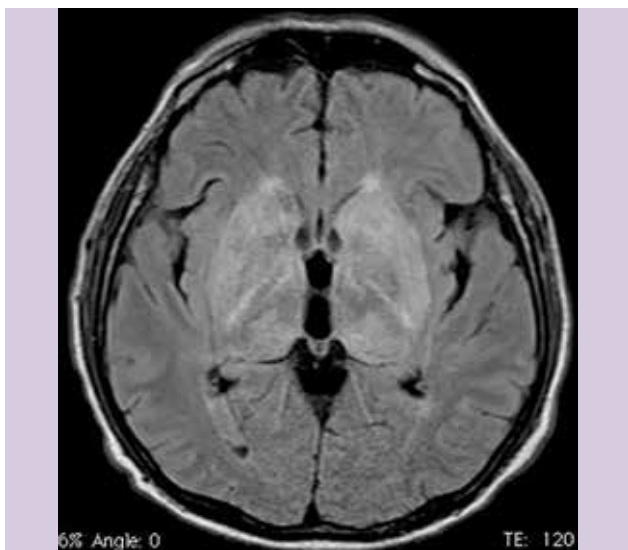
Resonancia magnética de cráneo, secuencia FLAIR donde se identifica intensidad de señal heterogénea a nivel de los núcleos de la base, sin definir una lesión en particular.
